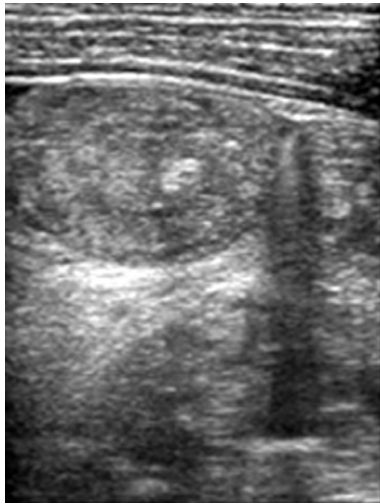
Abdominal ultrasonographic finding: Diffuse small bowel wall thickenings of entire abdomen with abnormal hypoechoic mesenteric thickening and infiltrations of entire small bowel mesentery with enlarged mesenteric lymph nodes.
